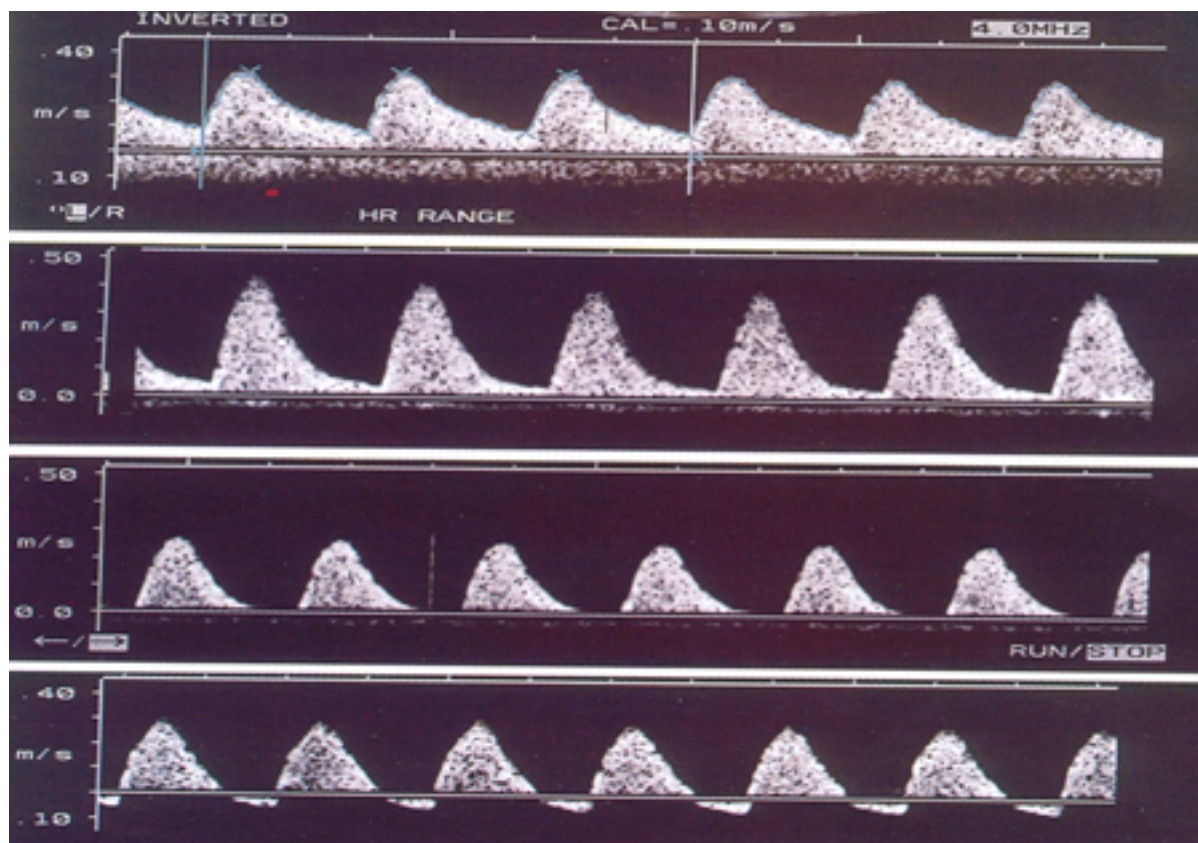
Velocimetria da artéria umbilical por Doppler: (1) padrão normal; (2) fluxo diastólico final reduzido; (3) fluxo diastólico final ausente; (4) fluxo diastólico final inverso
